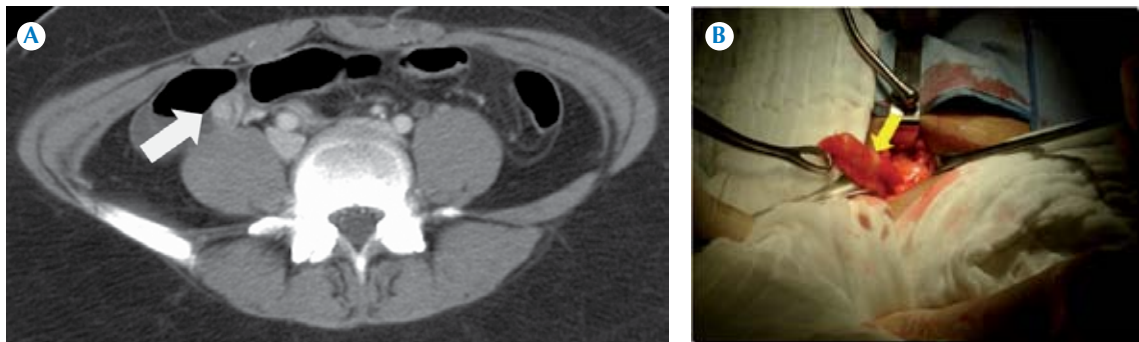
Paciente femenina de 14 años, con síndrome doloroso abdominal agudo. La tomografía computada abdominopélvica puso de manifiesto la afección apendicular aguda; como hallazgo incidental retrospectivo se delimitó una lesión sólida, intraluminal e hipervascular. El reporte histopatológico fue de apendicitis y periapendicitis aguda fibrinopurulenta, tumor carcinoide apendicular de tipo clásico de 0.7 cm de diámetro, transmural, con extensión focal a la serosa apendicular.
